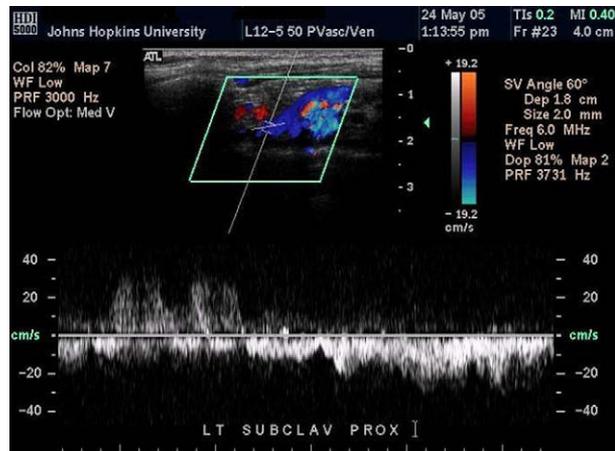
Eco-Doppler que demuestra la oclusión de la vena subclavia en la paciente 1.
